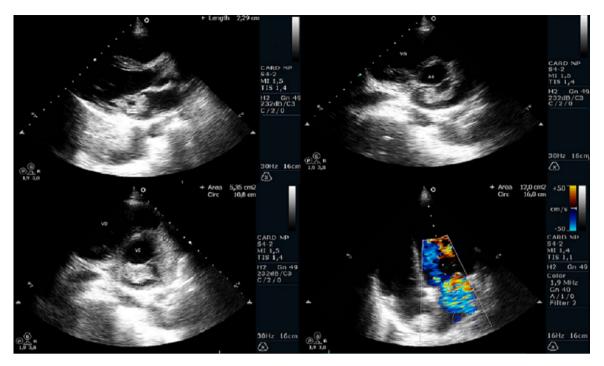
Ecocardiograma transtorácico: sequência de Imagens mostrando massa de 3,1 cm aderente ao folheto anterior da válvula mitral, condicionando regurgitação mitral moderada a grave.
